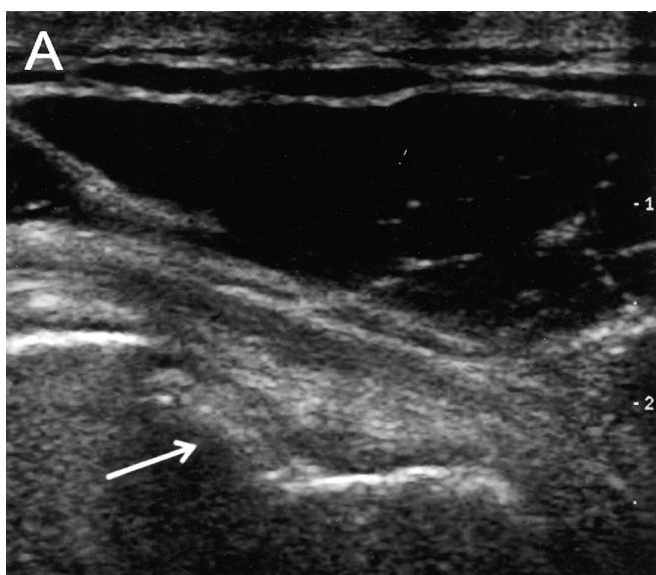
Rozsáhlejší ruptura RM na transverzálním UZ obrazu; šipka ukazuje retrahovaný konec šlachy m. supraspinatus, přerušované čáry vymezují prostor původního průběhu RM, nyní vyplněný tekutinou
